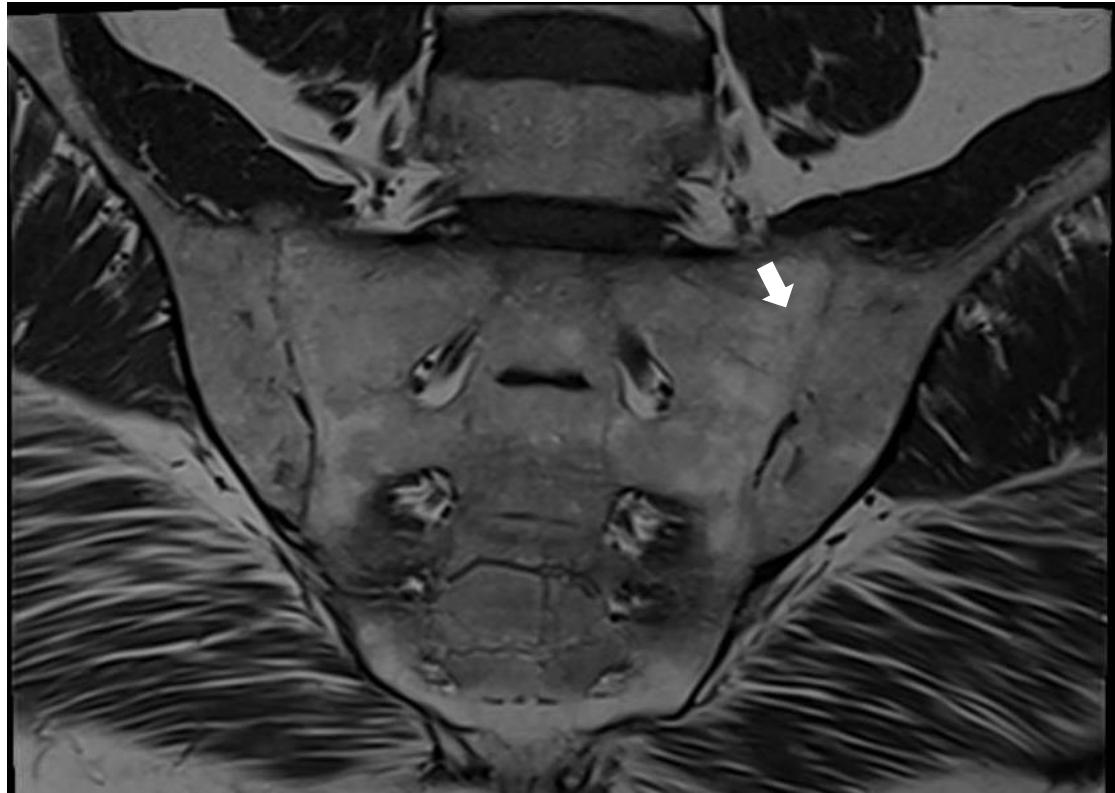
Paciente con EA. RM sacroilíacas, secuencias T1 y STIR en plano coronal. Se visualizan lesiones estructurales en ambas articulaciones sacroilíacas relacionadas con su espondiloartropatía inflamatoria y consistentes en múltiples áreas de fusión/anquilosis articular y parches grasos paraarticulares bilaterales de predominio en vertiente sacra izquierda.
